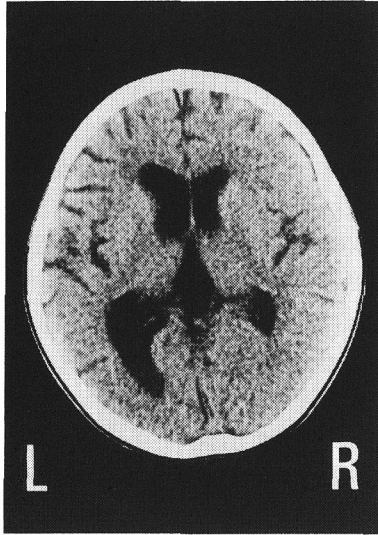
頭部CT(1991年7月11日, 5歳9カ月, 発症後2年4カ月)
